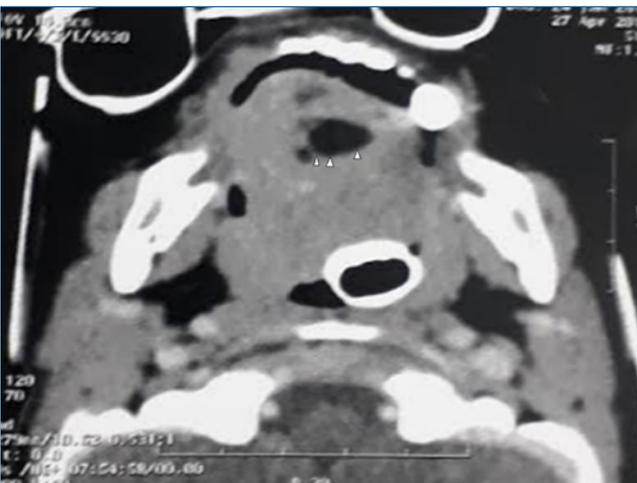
Exame pré-operatório de tomografia computadorizada em face mostra área hipodensa (setas) pelo corte axial correspondendo a lesão cística.
